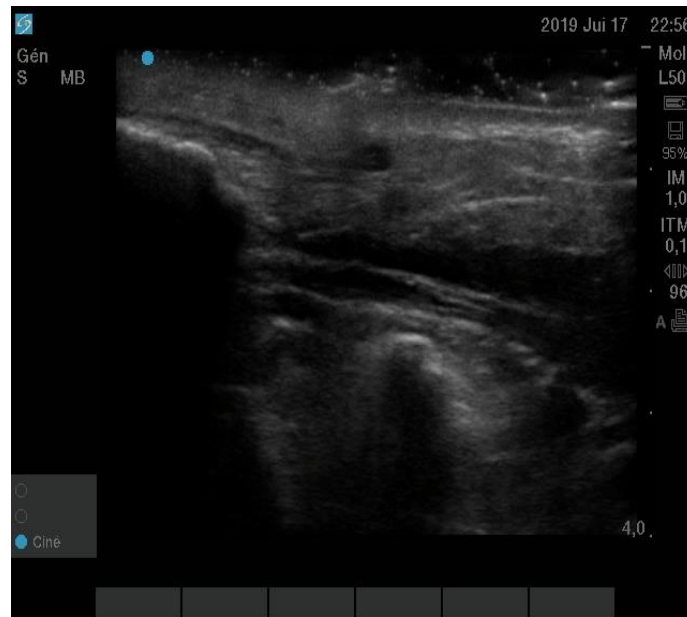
L'échographie de la veine jugulaire interne droite en coupe longitudinale montrant le cathéter en intraluminal dont le bout distal ne peut être visualisé.
